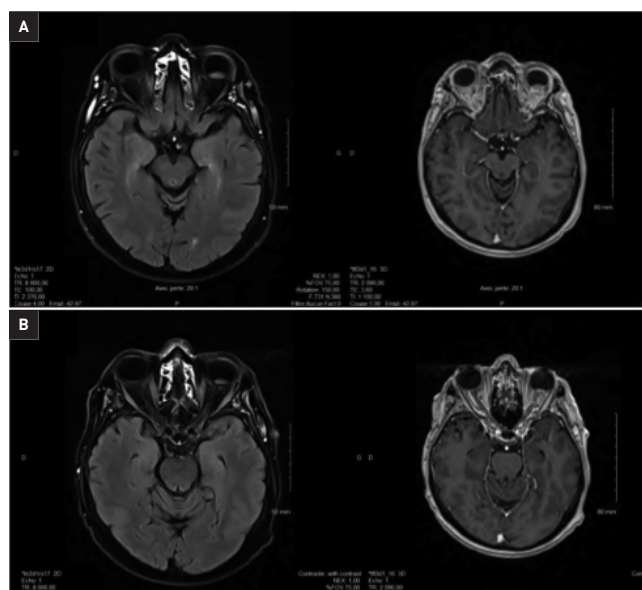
IRM montrant un épaississement plan convexe vers l'avant de 8 mm de diamètre transversal intraoculaire du segment postérieur de l'œil gauche, avant radiothérapie (A) et après radiothérapie (B) en séquence T2 FLAIR à gauche et T1 avec injection à droite (CHBA Vannes, service de radiologie).
